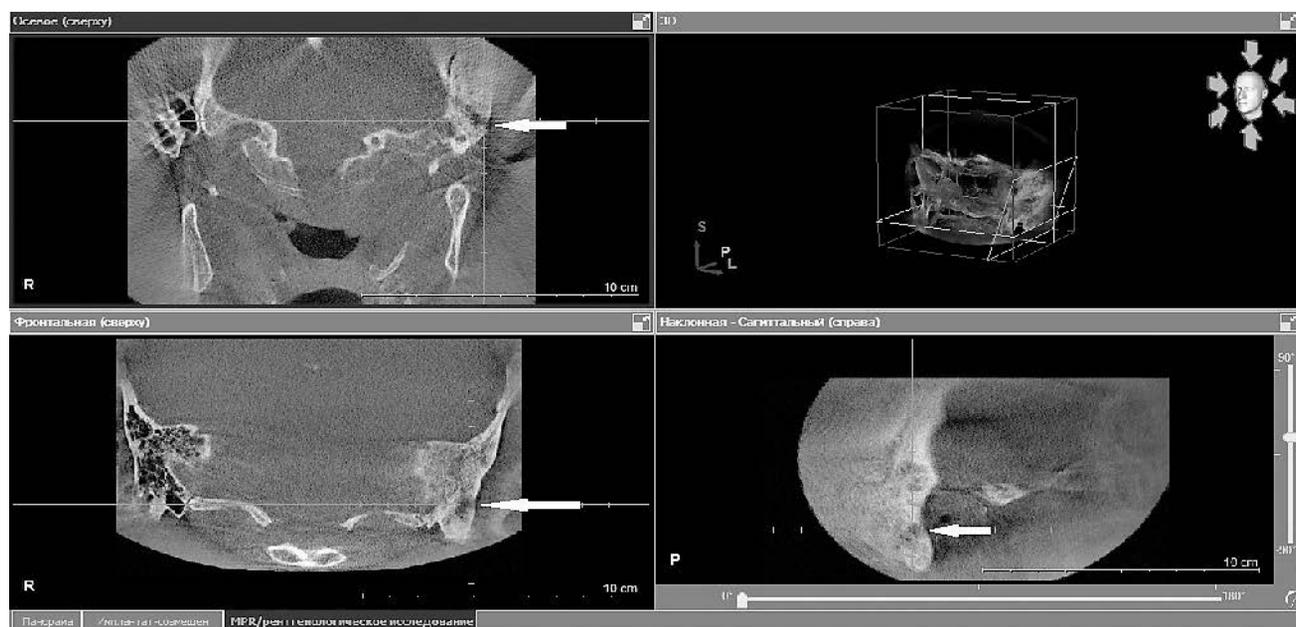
Трехмерная компьютерная томография височных костей (стрелками обозначена деструкция сосцевидного отростка височной кости).
